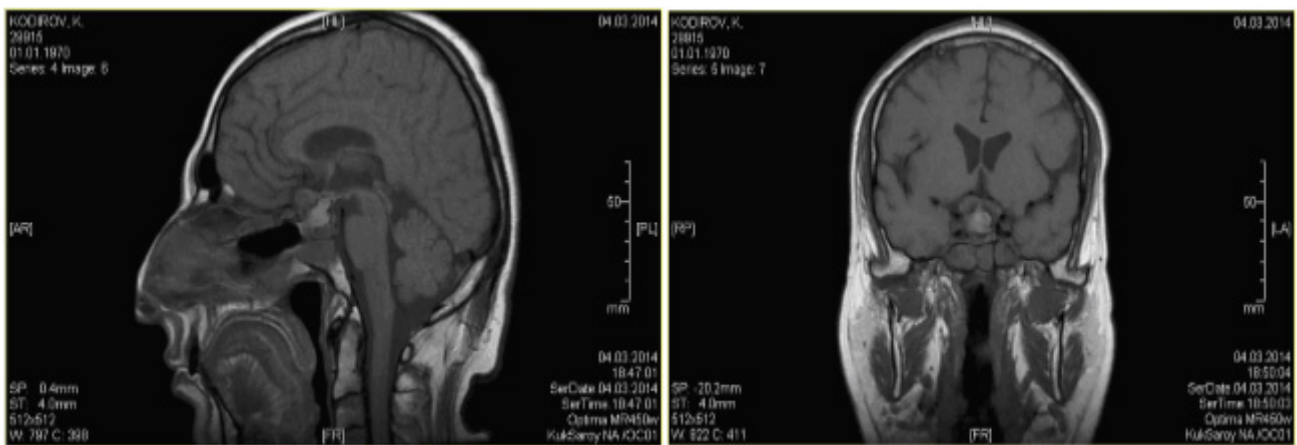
СПО ТАГ (2011, 2014) и ЛТ (2011). МРТ-признаки резидуальной АГ. Образование ХСО с супраселлярным ростом (14.12.2013 г.)
